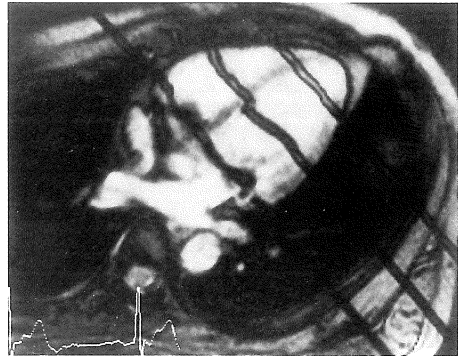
Tagging cine MR images in normal volunteer. Upper picture : At 70ms after the trigger point, the tagged blood shifted from the tagged myocardium. Lower picture : At 120ms after trigger point, the tagged blood shifted toward LV outflow tract already. Especially, the tag of basal portion had flowed out to aorta in this time.
